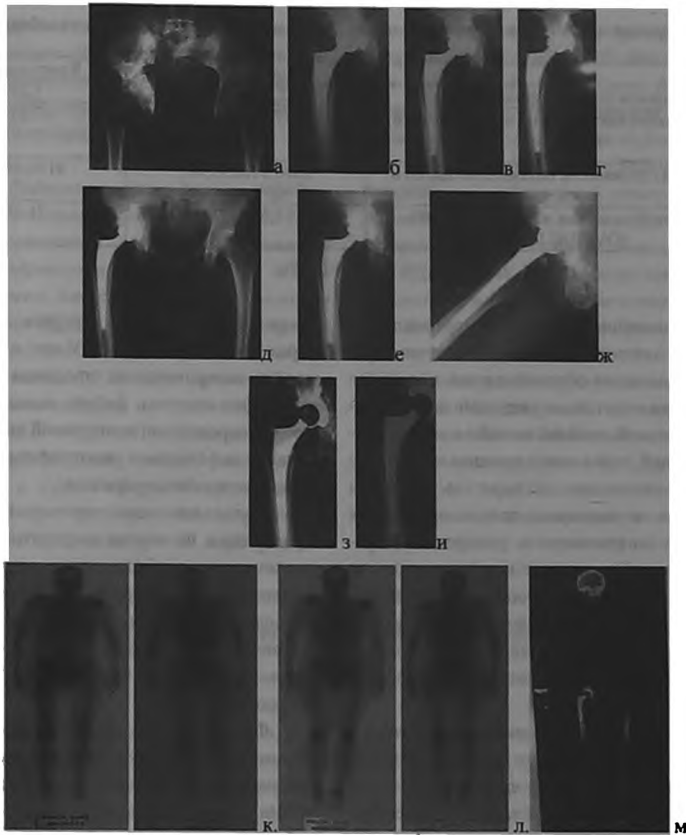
♀, 61 год, диагноз: ложный сустав безмыленной кости справа с дефектом вертлужной впадины IIВ степени по классификации Pargosky W.G., асептический некроз головки правого бедра. Лучевой мониторинг: а- рентгенограмма ТБС до операции; б-рентгенограмма ТБС через 1 месяц после операции; в - через 1 год; г - через 2 года; д-через 3 года после операции; е - через 3 года после артропластики; ж - через 3 года после артропластики; з - остеоденситограмма правого ТБС с определением плотности костной ткани по зонам De Lee and Charnley; и - остеоденситограмма правого ТБС с определением плотности костной ткани по зонам Gruen; к - остеосцинтиграмма через 1 год после артропластики; л - остеосцинтиграмма через 3 года после операции; л- остеоденситограмма через 3 года после артропластики.
